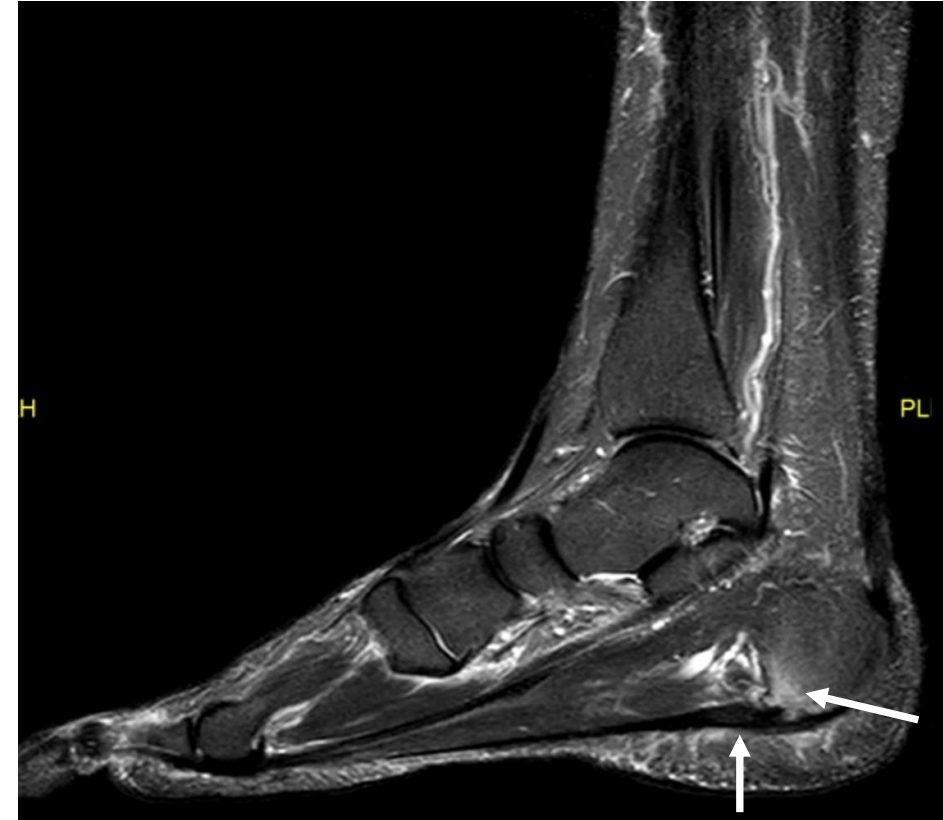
Imagen de RM (secuencia STIR). Mujer de 43 años con sospecha clínica de fascitis plantar izquierda. Mala evolución sin respuesta a tratamiento sintomático. Observamos engrosamiento (7mm) de la fascia plantar derecha y edema óseo calcáneo sugestivo de fascitis plantar con entesitis asociada.
